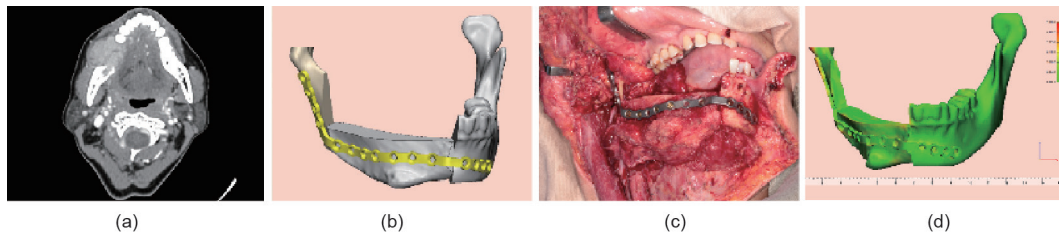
病例1。(a) CT显示侵入右侧下颌骨的软组织增强肿块；(b) 与重建下颌骨轮廓吻合的患者匹配式植入物的设计；(c) 皮瓣被转移至缺损侧并通过预钻螺钉孔固定于下颌残骨上；(d) 术后口内软组织瓣愈合顺利。总结：下颌骨已被精准修复。根据彩色的CT图，术后的下颌骨与术前的虚拟规划模型几乎对应，精度较高。
